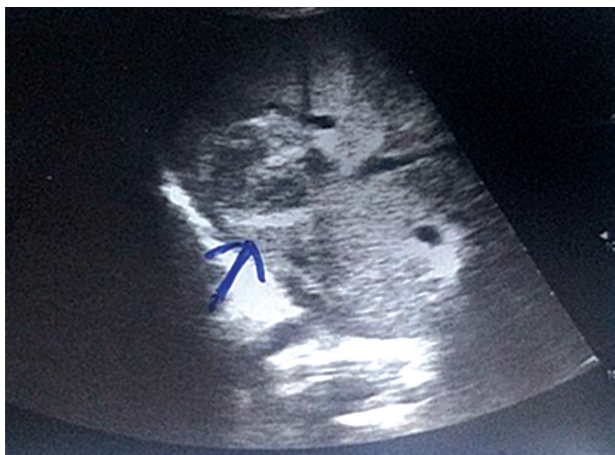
УЗИ: в VII сегменте печени неправильной округлой формы образование размерами 4,7х4,2 см, контуры неровные, нечеткие, структура неоднородная
